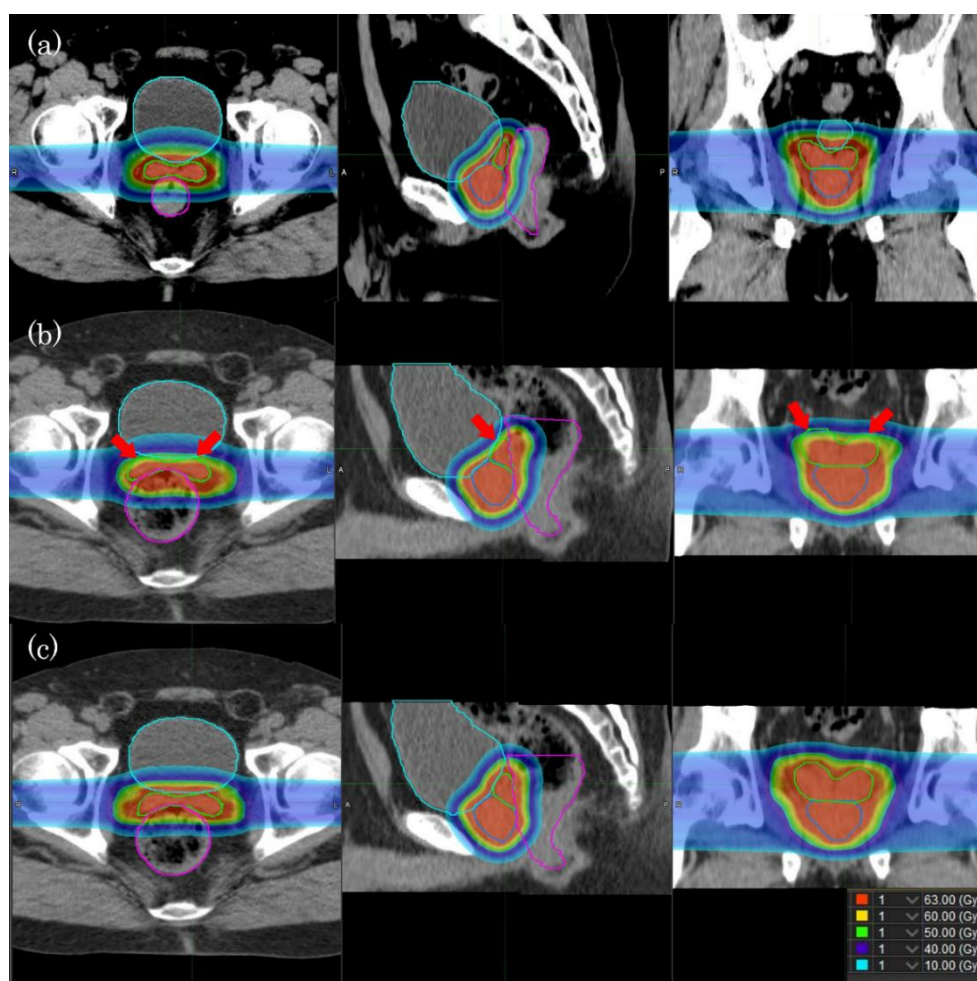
上段 (a) は治療計画用 CT 画像から作成した陽子線治療 (IMPT) の初期治療計画の線量分布、中段 (b) は daily CT 画像から推定した実際に照射される線量分布、下段 (c) は daily CT 画像から作成した適応治療計画の線量分布
